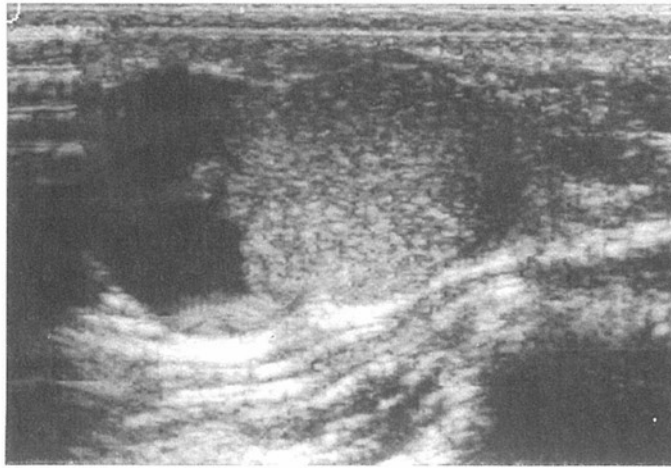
Ultrasound of tumor. 2.5×2.0cm sized partly solid and cystic mass are demonstrated.
